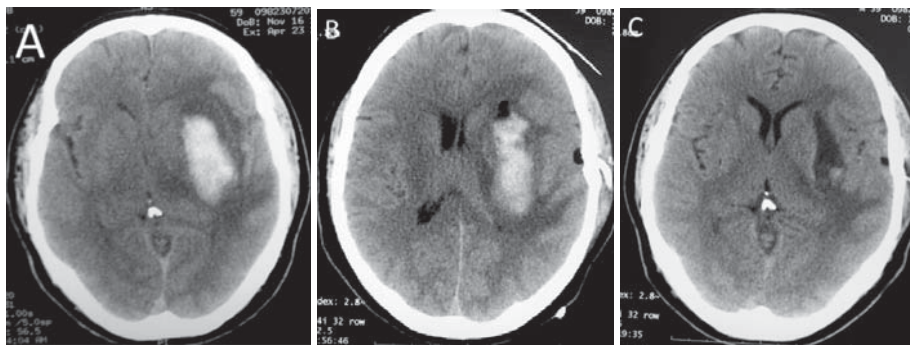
Aspirarea hemoragiei intracerebrale cu administrare de sol. Prourokinază. (A) CT cerebral preoperator. (B) CT cerebral de control după instalarea drenajului de silicon și inițierea fibrinolizei locale. (C) CT cerebral peste 8 zile de la inițierea fibrinolizei locale
